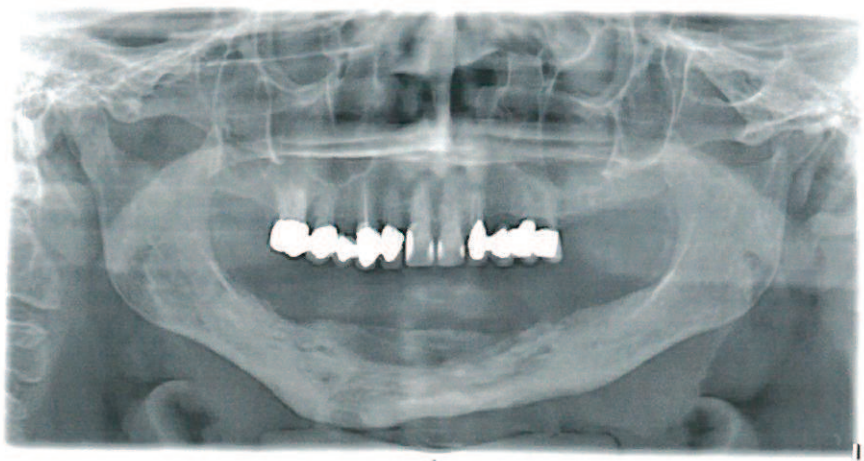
korrespondierendes röntgenologisches Bild (Panoramaschichtaufnahme/Orthopantomographie) mit ausgedehnter Radio-luzenz im Bereich des Unterkiefers beidseits von regio 36 bis regio 45 und Ausdehnung bis an die Basis mandibulae und umgebender vermehrter Radioopazität des Knochens. Nebenbefundlich konservierend und festsitzend-prothetisch versorgte Restbezahlungen des Oberkiefers.
